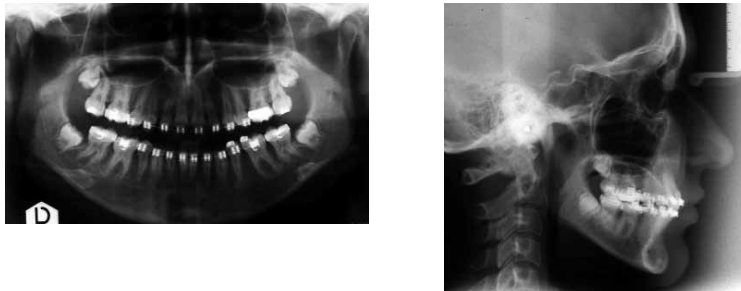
a-c. Ortopantomografia e teleradiografia del cranio in proiezione latero-laterale.
